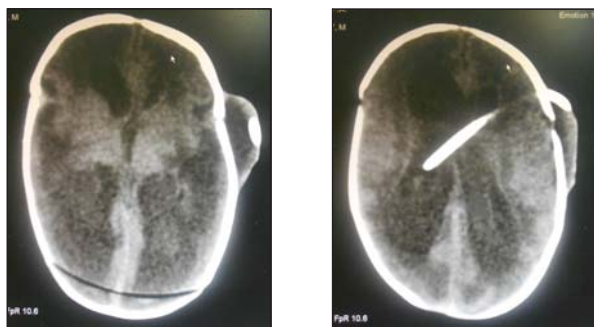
СКТ головного мозга ребенка К. с окклюзионной гидроцефалией. Состояние после вентрикулосубгалеального дренирования слева
